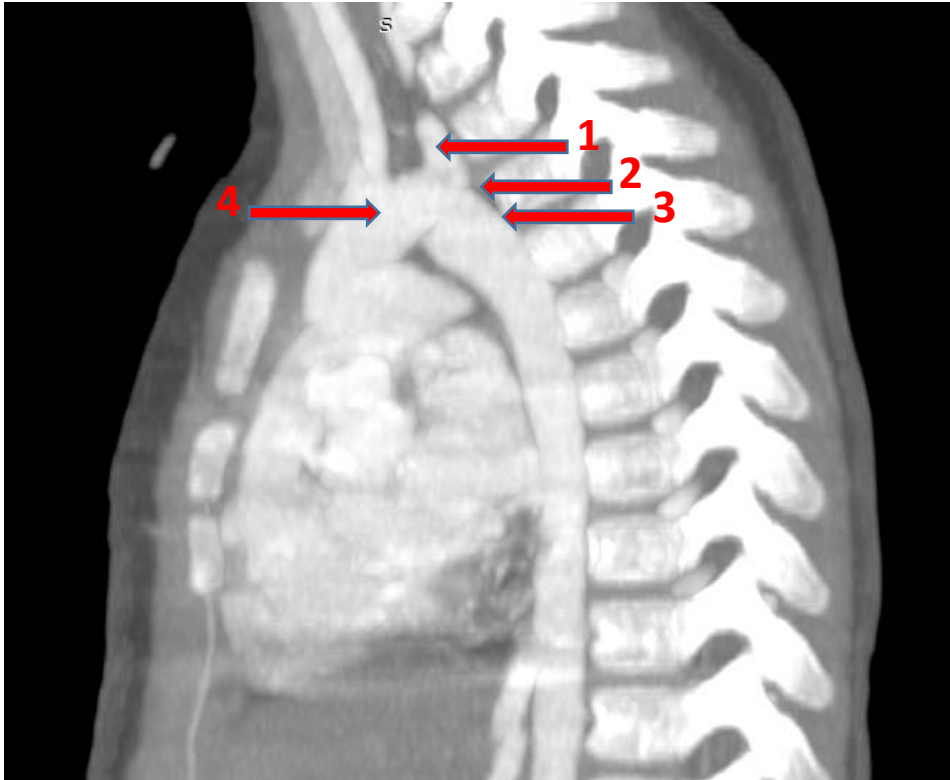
TDM thoracique, en coupe sagittale, en reconstruction MIP : coarctation de l'aorte horizontal en regard de la sortie des artères sous Claviers avec une discrète dilatation de l'aorte descendante en aval (service de radiologie CHU Mohamed VI Marrakech).
